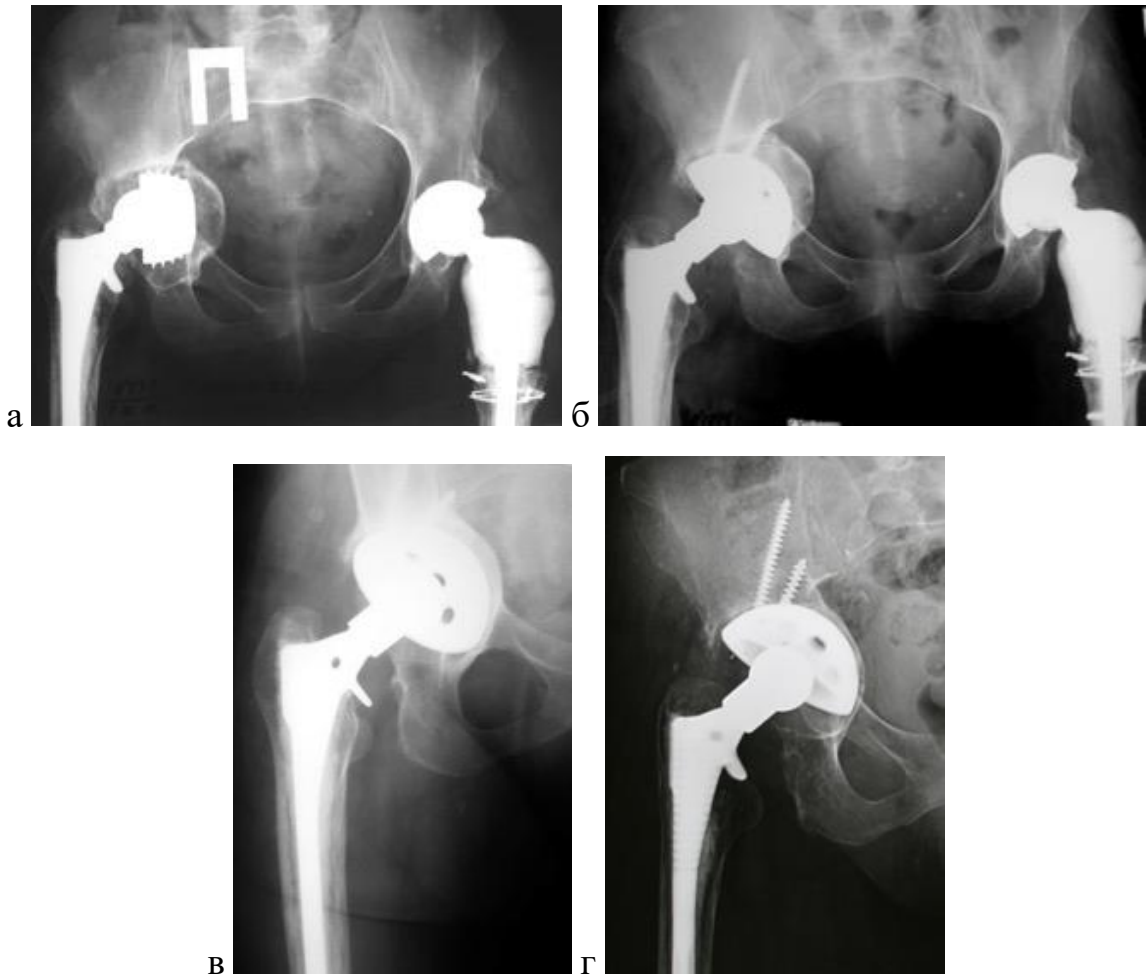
Пациентка П, 58 лет. Тип дефекта 3В по W.Paprosky, ограниченный по A.Gross-K.Saleh. Рентгенограммы: а) до операции; б) сразу после операции; в) спустя 11 лет после операции, г) 13 лет после операции
